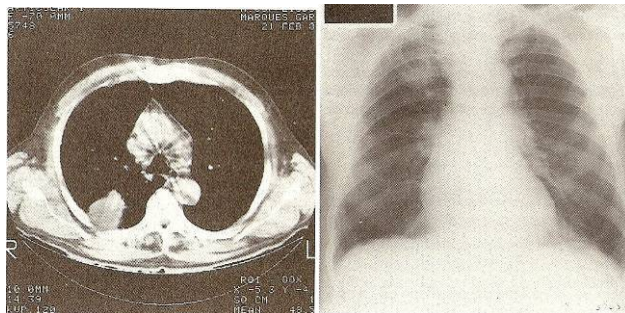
Adenocarcinoma do pulmão – lesão nodular do 1/3 superior do hemitórax direito (radiografia tórax – imagem à esquerda); na TC torácica apresenta lesão lobulada localizada na região posterior do hemitórax direito com extensão pleural (imagem à direita) (retirado de (Maçanita, 1989)).
